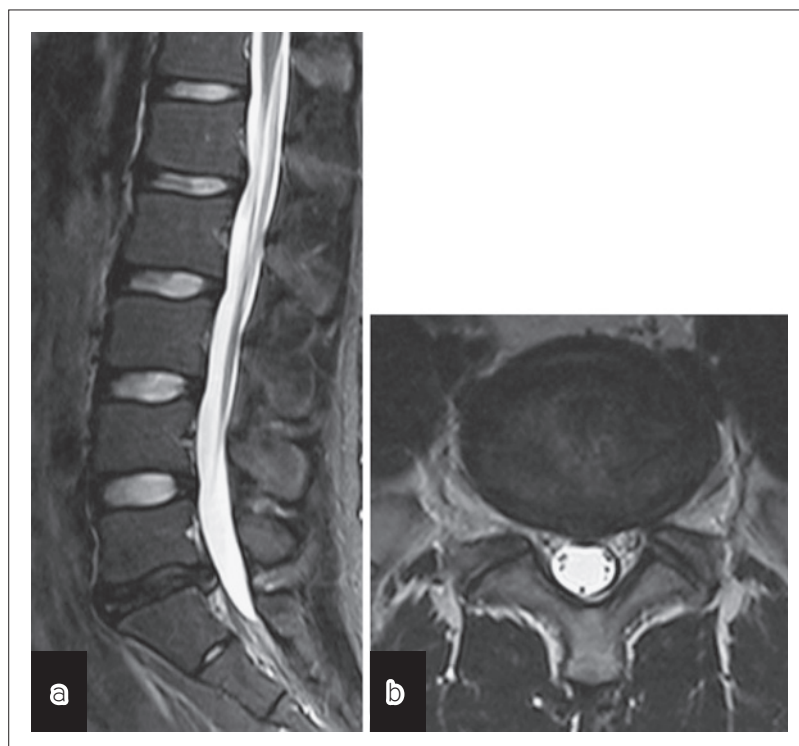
a MRI T2強調矢状断像にてL5/SレベルにPhirrmann分類stage4の椎間板変性を認める。
